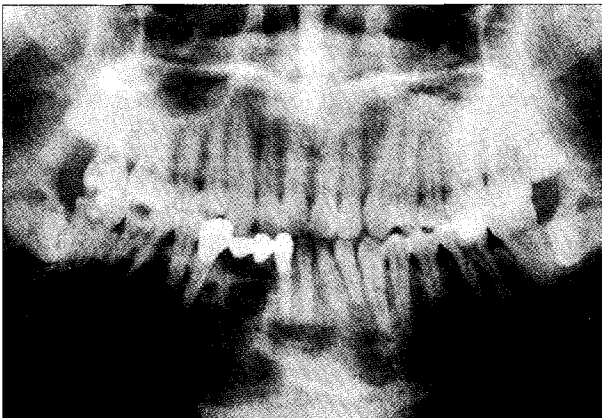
하악좌측 견치부터 우측 제2대구치에 이르는 광범위한 방사선 투과성 병소내에 방사선 불투과성 물질이 산재됨.
